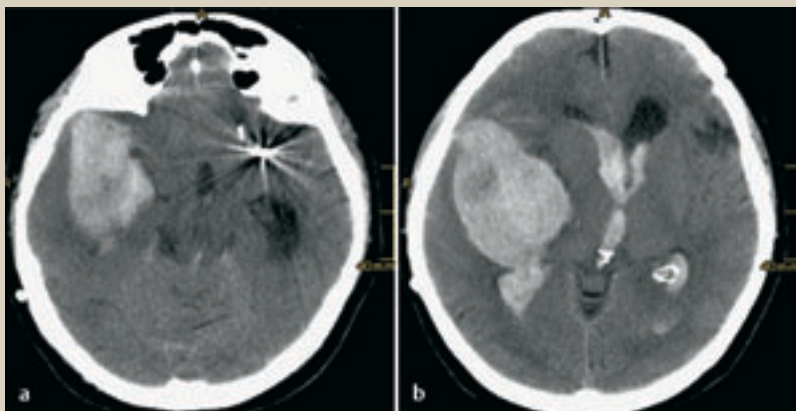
■ CT der gleichen Patientin 2 Jahre nach der ersten Blutung. Jetzt Darstellung einer rechts betonten Subarachnoidal- und großen intrazerebralen Blutung rechts temporal.
